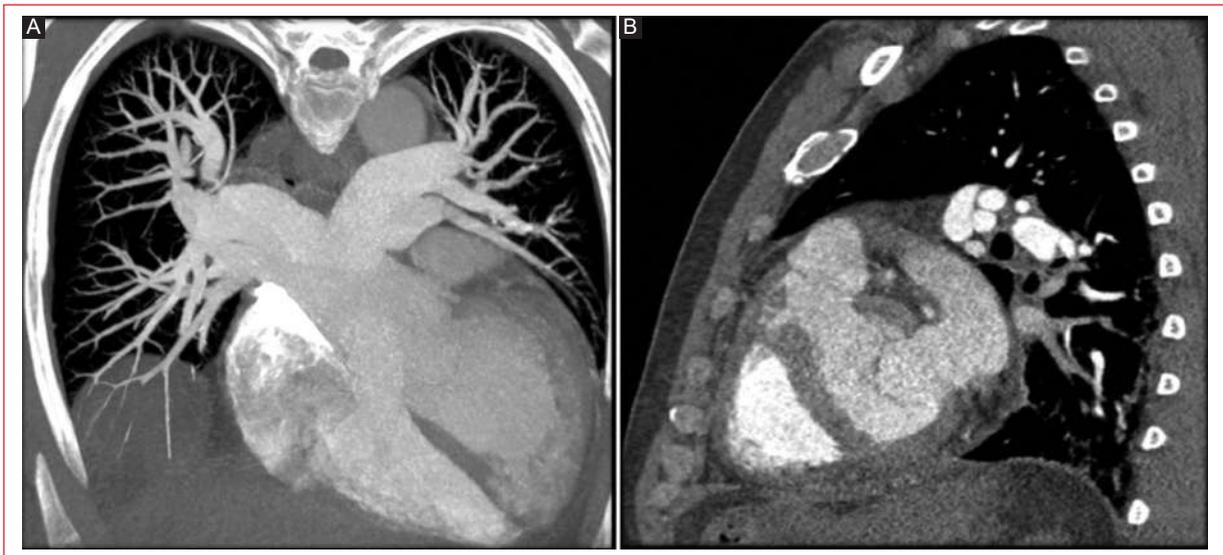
A: tomografía computarizada contrastada con proyección de máxima intensidad coronal en la que se observan los ventrículos y el nacimiento de las arterias pulmonares de un ventrículo morfológicamente izquierdo. B: tomografía computarizada contrastada en reconstrucción sagital con foco en ventrículo derecho en posición posterior e izquierda, donde se observa el nacimiento de la arteria aorta.
